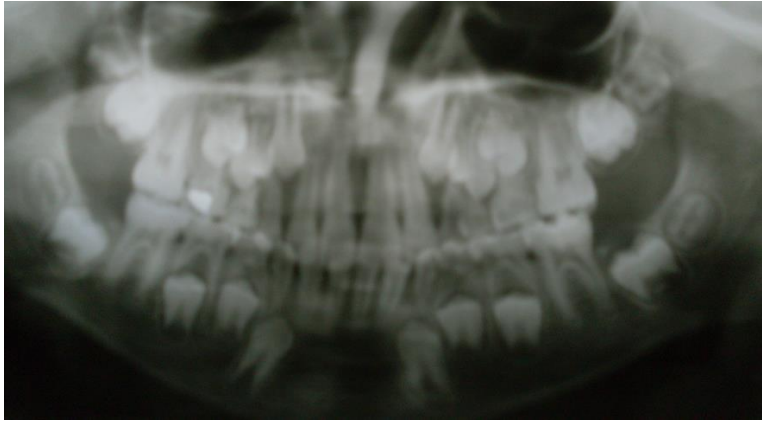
Radiografía panorámica donde no se observan alteraciones en los huesos maxilares y mandíbula.
